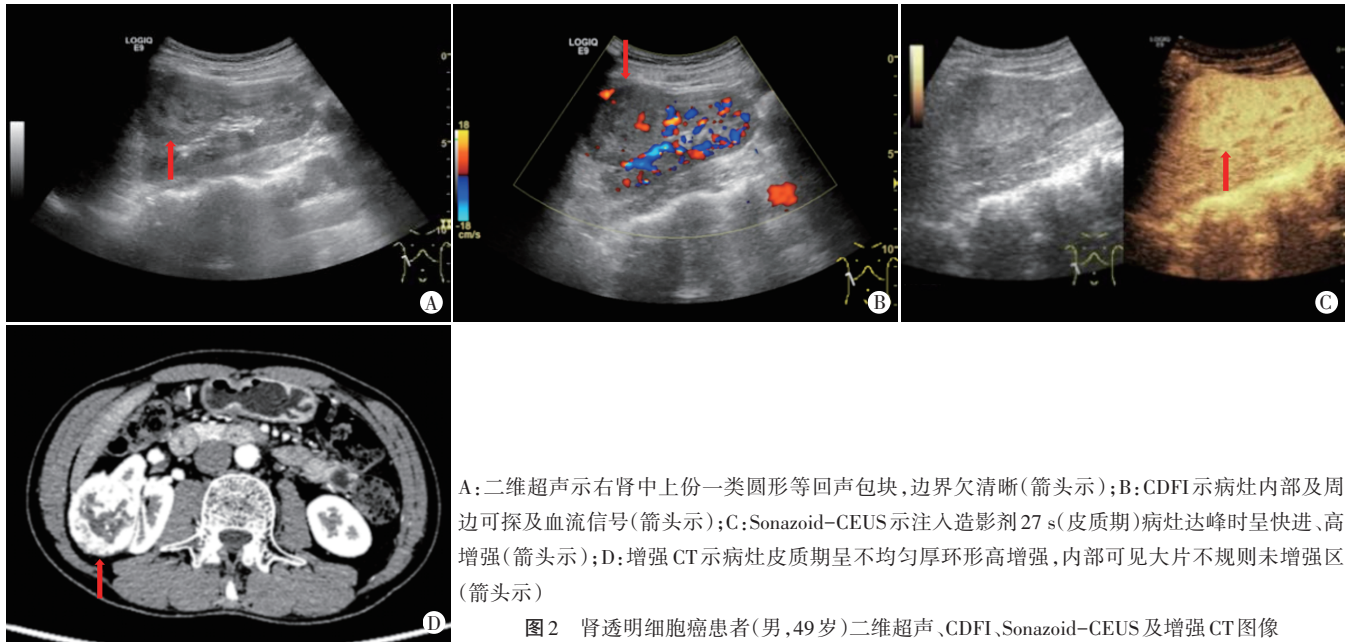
肾透明细胞癌患者(男, 49 岁)二维超声、CDFI、Sonazoid-CEUS 及增强 CT 图像
